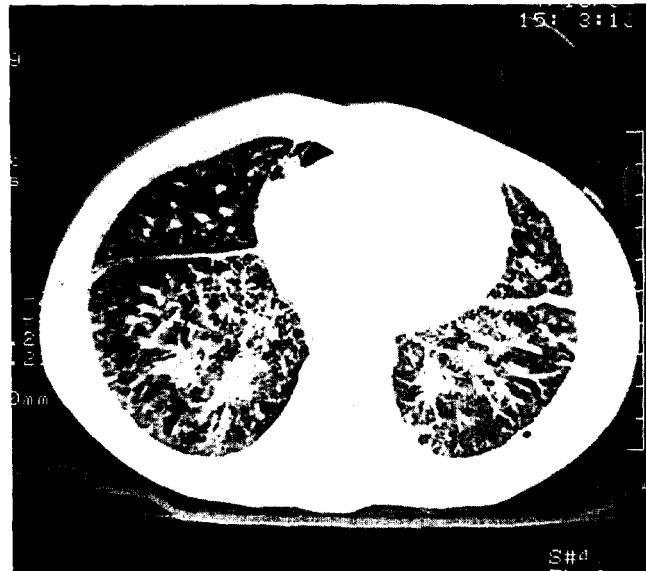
Chest CT shows cysts of varying sizes scattered randomly throughout lung parenchyma.
